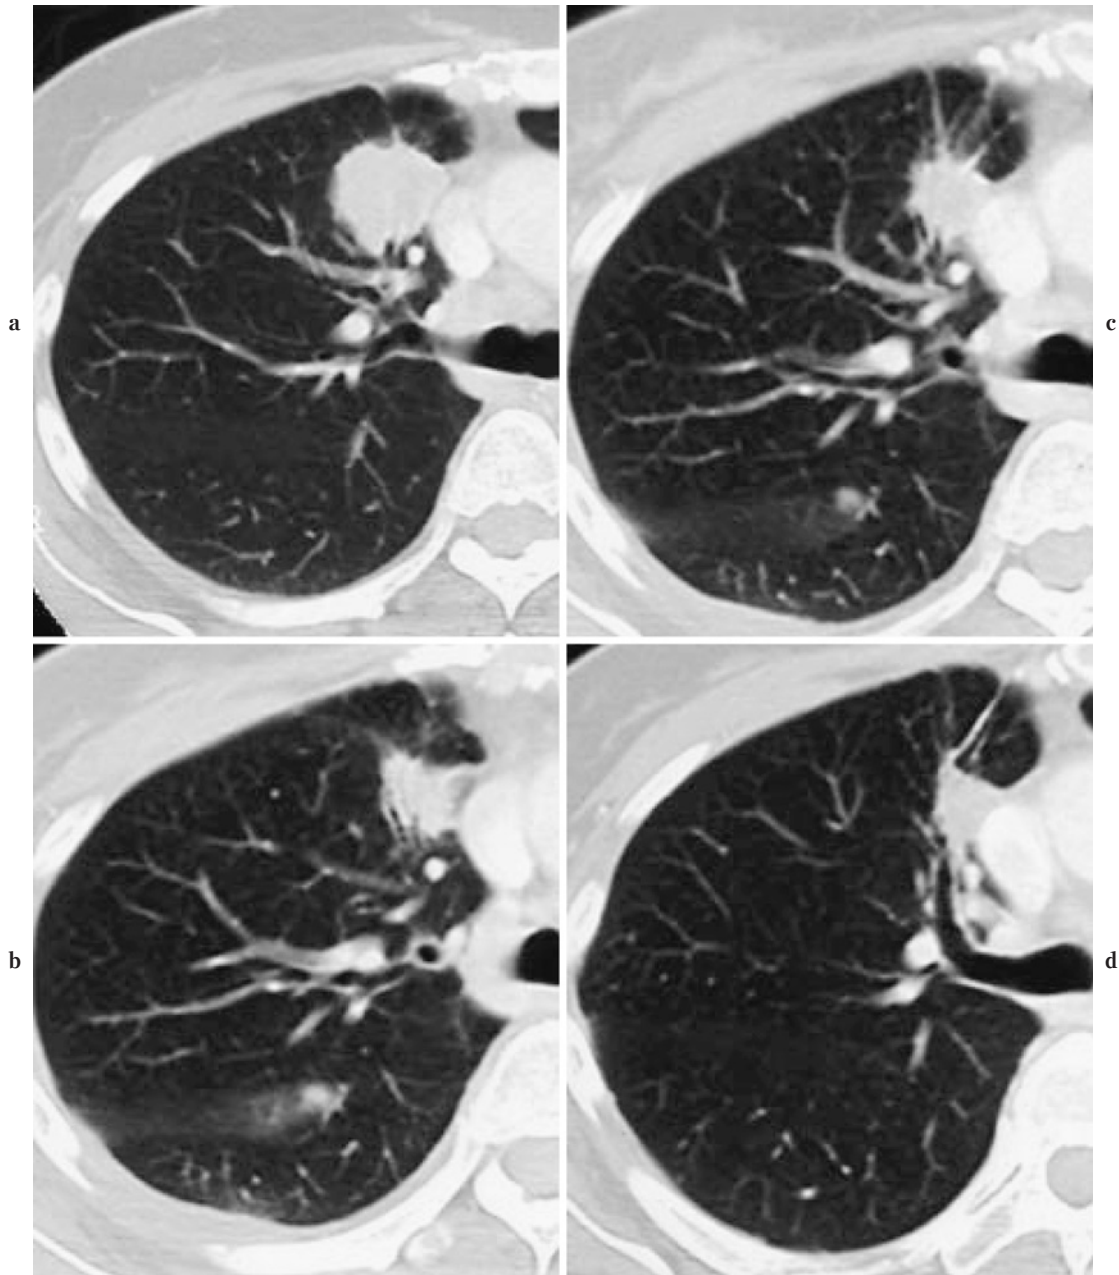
a. Chest CT in May 2002 shows a tumor shadow 31 mm in diameter in the upper lobe of the right lung. b. Chest CT in September 2002 reveals a partial response after chemotherapy. c. Chest CT in October 2002. The tumor shadow progressed again before treatment with gefitinib. d. Chest CT in April 2003. A significant response was achieved after initiating gefitinib treatment.
